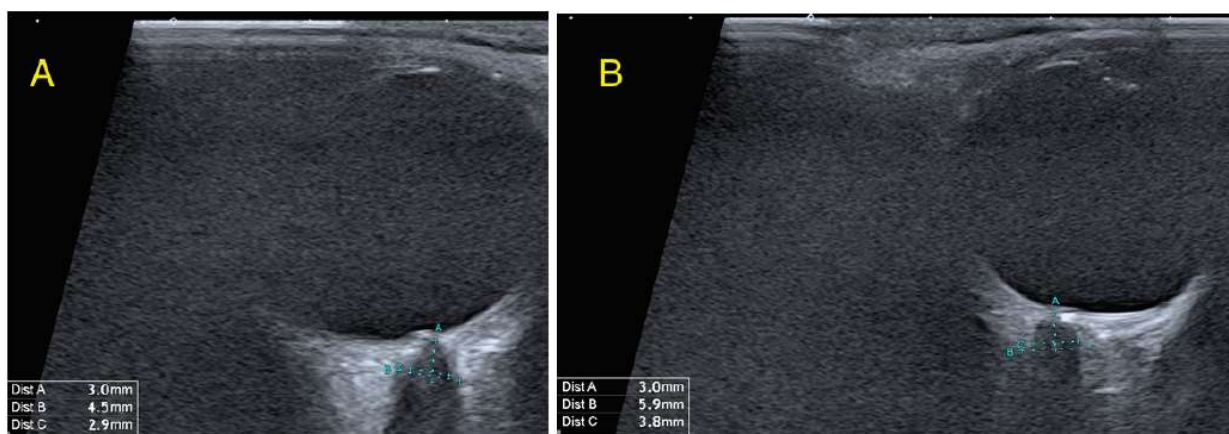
УЗИ зрительного нерва. Архив собственных исследований
